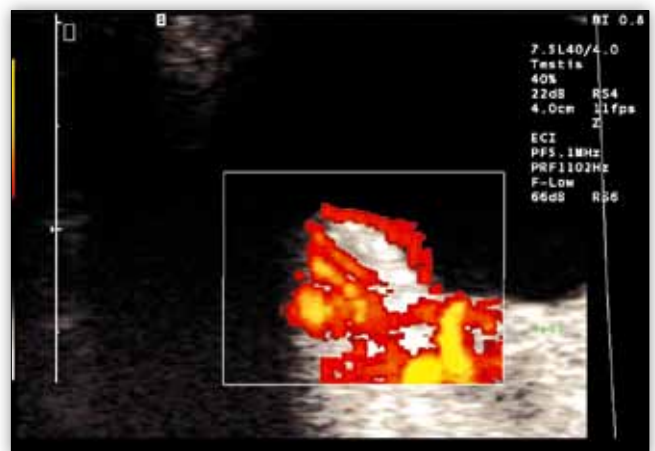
Obraz USG PD czerniaka naczyniówki przed podaniem kontrastu.
